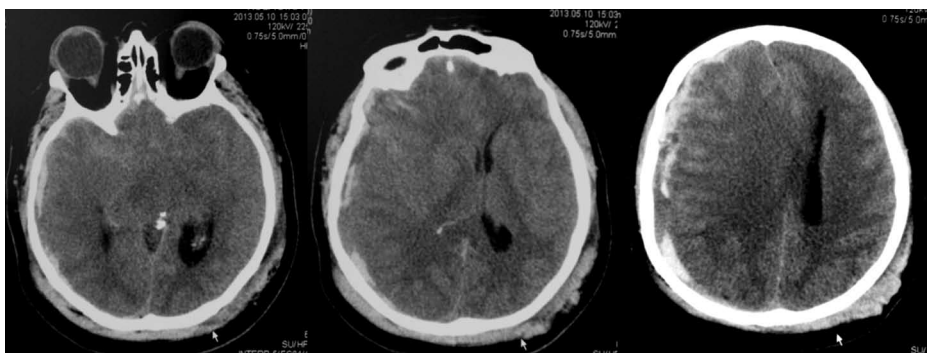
КТ головного мозга пациентки К. В правой лобно-теменно-височной области — субдуральная гематома гетероденсной плотности объемом до 120 мм³. Смещение срединных структур на 15 мм влево. Отсутствуют все базальные цистерны. Дислокационная гидроцефалия.
